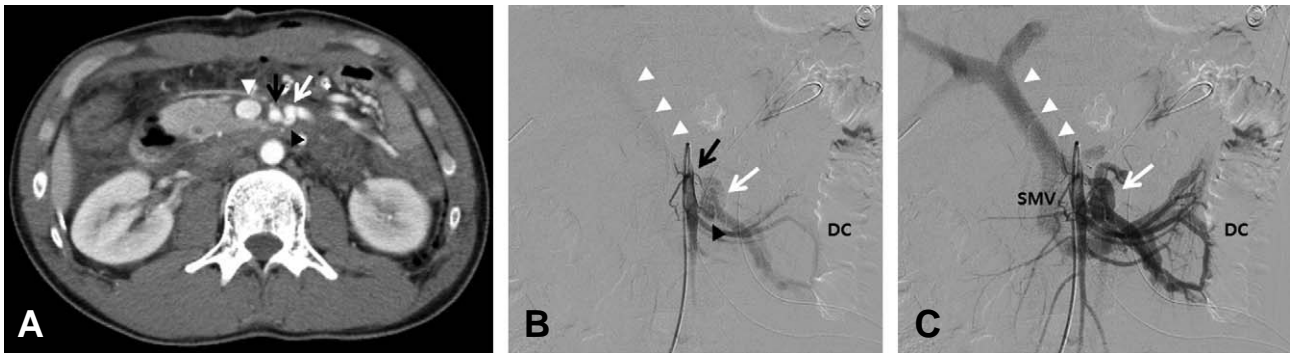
Computed tomography (A) and angiography (B and C) of the 5th postoperative day show arteriovenous fistula (black arrowhead of A and B) between superior mesenteric artery (black arrow of A and B) and inferior mesenteric vein (white arrow of A, B and C) with early enhancement of portal vein (white arrowheads of A, B and C) DC: descending colon, SMV: superior mesenteric vein
